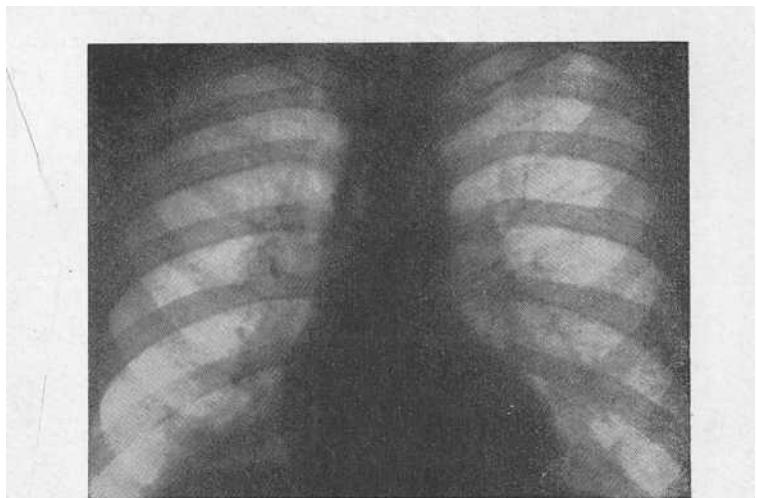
Рентгенограмма больного Г. В нижней доле правого легкого отмечается участок неравномерного затемнения.
